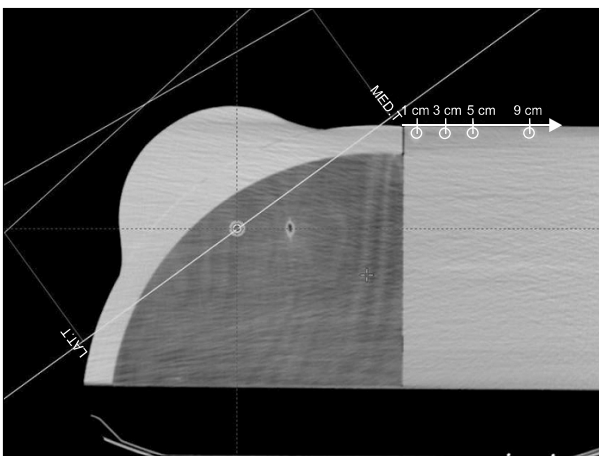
CT image and measurement point of breast phantom.
